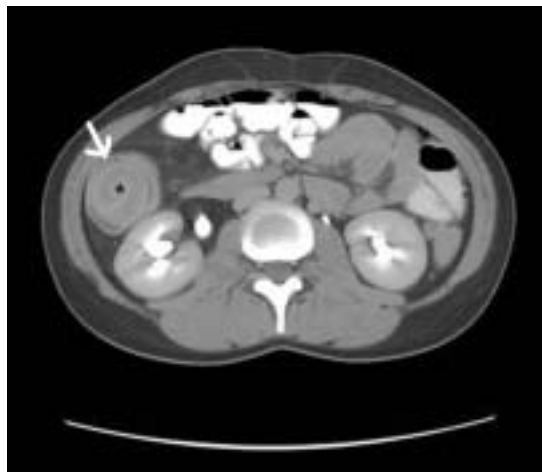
Tomografía computada de abdomen y pelvis.
